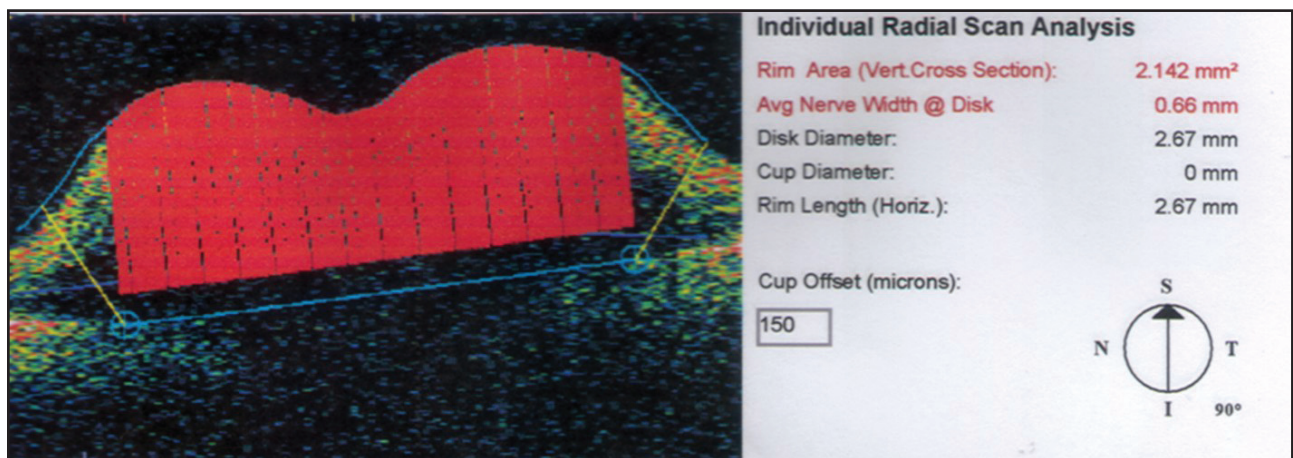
Tomografia de coerência óptica do disco óptico do olho esquerdo demonstrando elevação dos limites da papila
